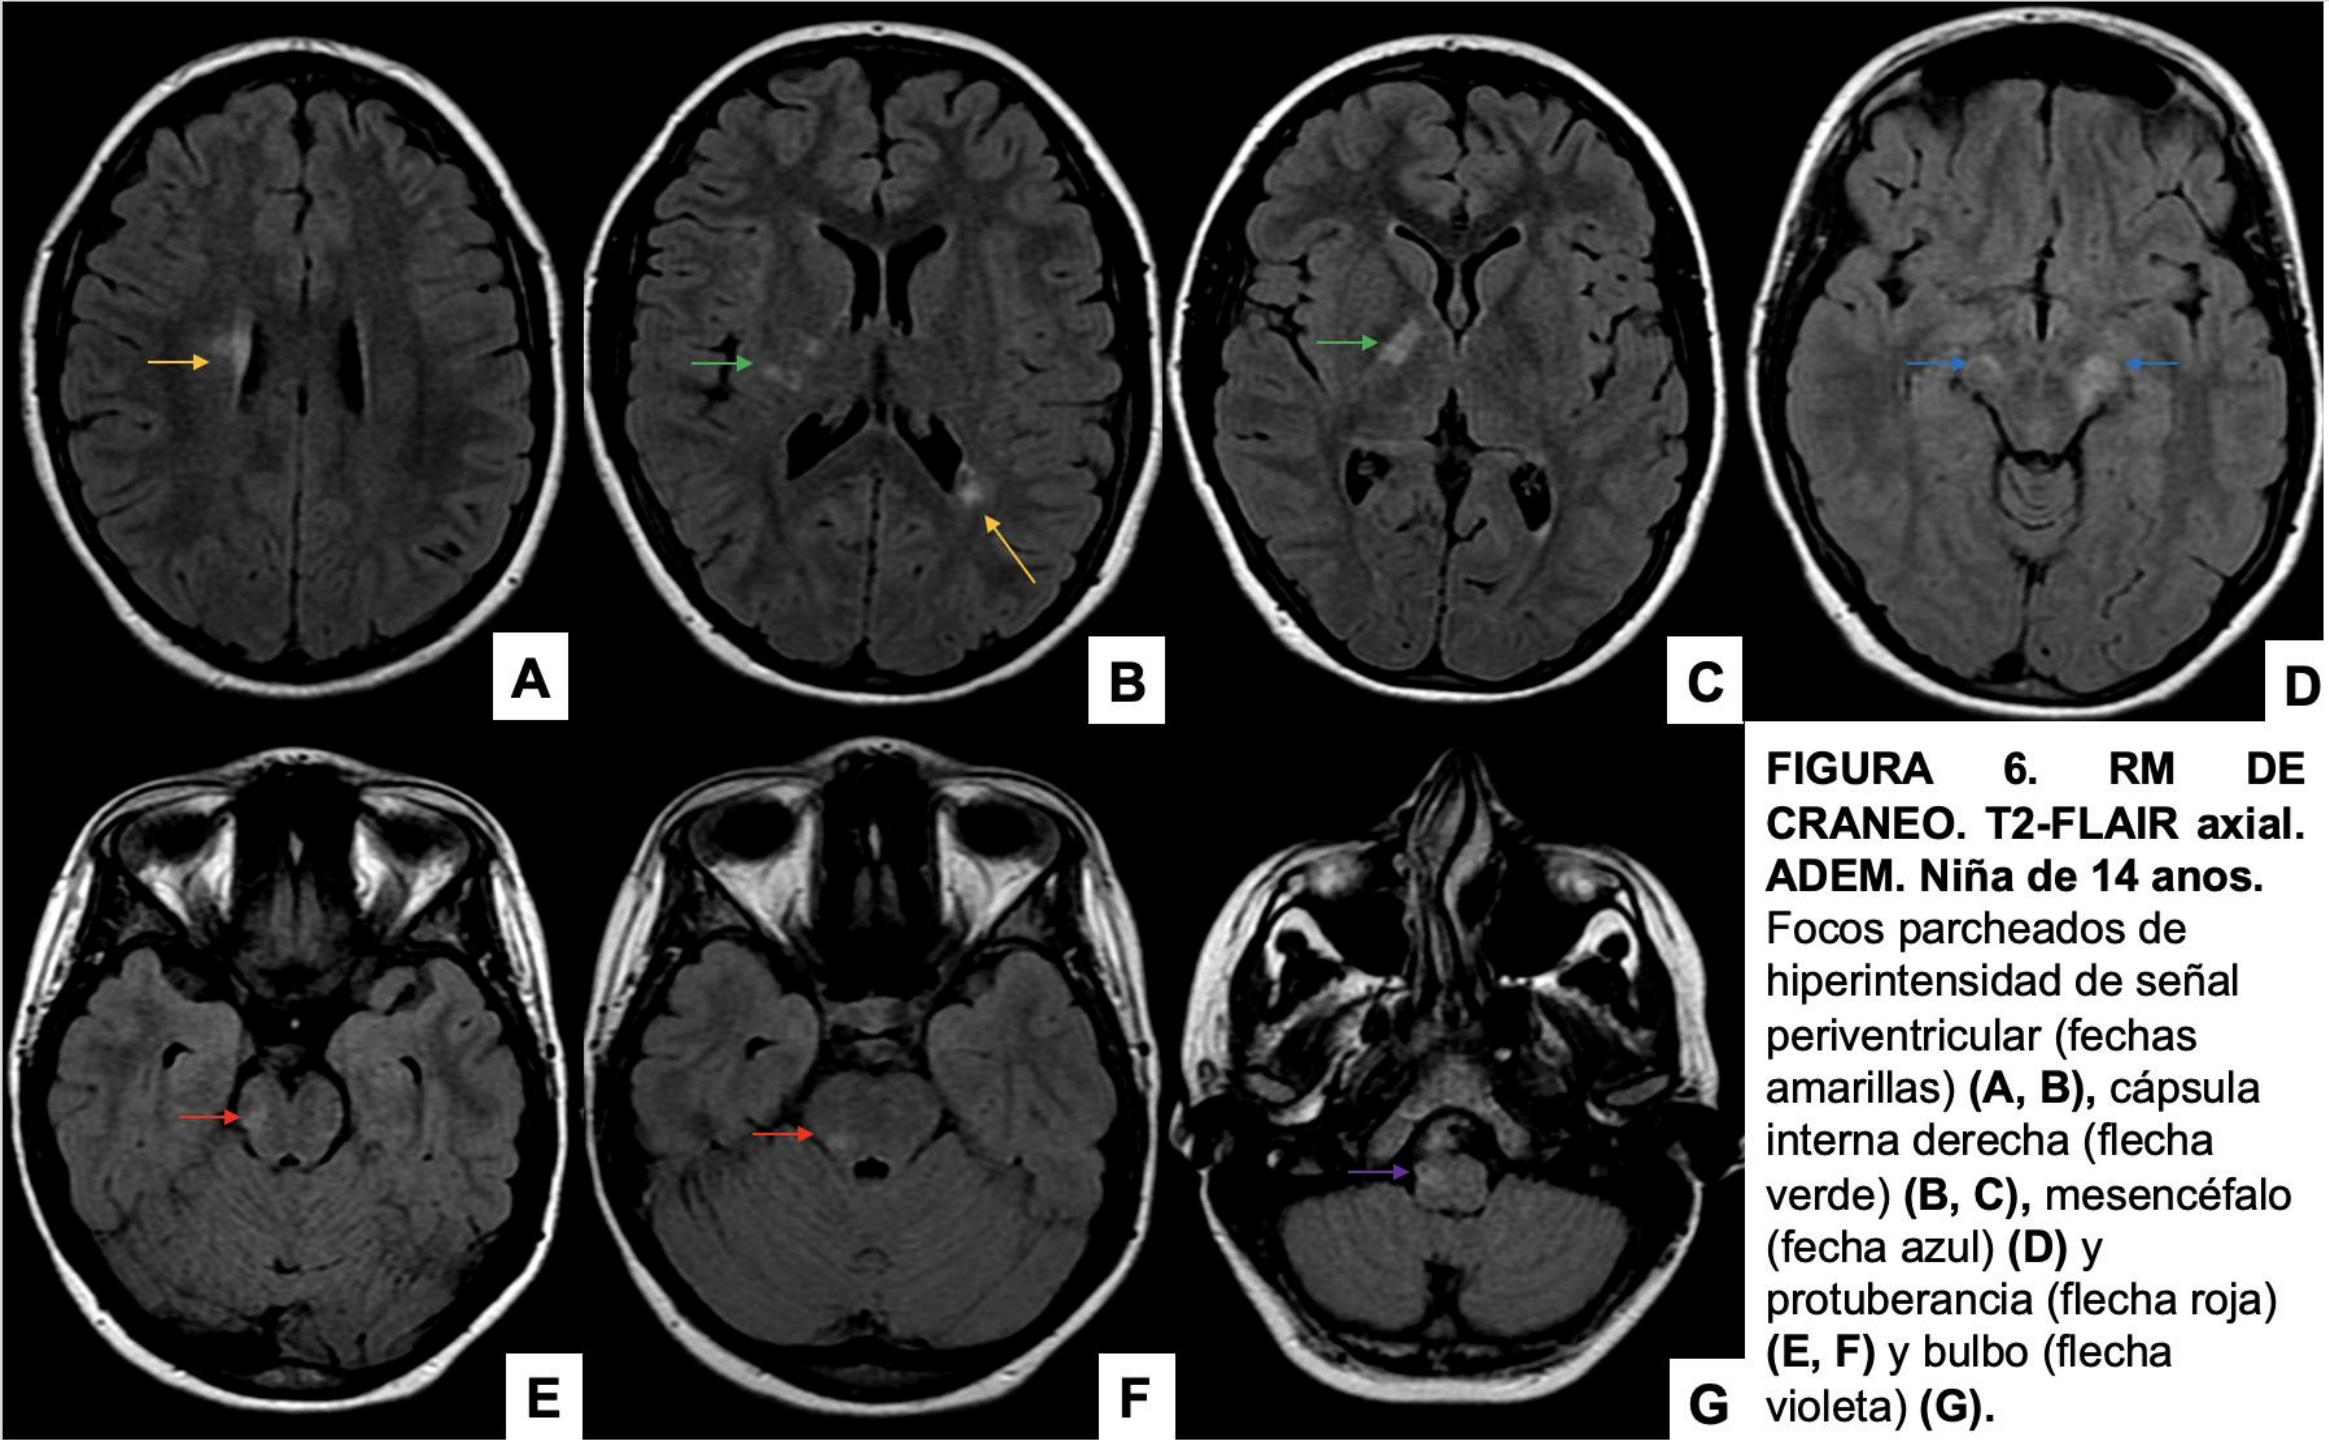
RM DE CRANEO. T2-FLAIR axial. ADEM. Niña de 14 años. Focos parcheados de hiperintensidad de señal periventricular (fechas amarillas) (A, B), cápsula interna derecha (flecha verde) (B, C), mesencéfalo (fecha azul) (D) y protuberancia (flecha roja) (E, F) y bulbo (flecha violeta) (G).
